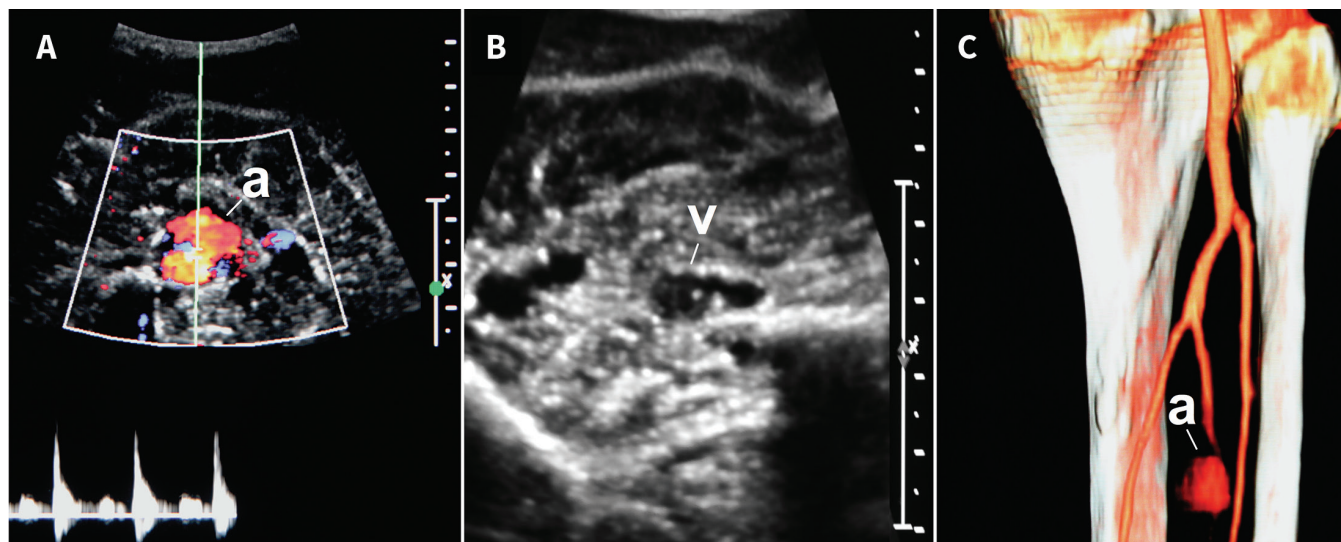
A) Image en coupe transversale de l'anévrisme de l'artère fibulaire droite à l'échographie avec échelle de 1 cm. L'échographie Doppler couleur montre la circulation artérielle dans l'anévrisme de 2 cm (a). B) Échographie Doppler de la jambe montrant la compression de la veine tibiale adjacente par l'anévrisme, de même qu'une thrombose distale (v). C) Reproduction tridimensionnelle des artères distales de la jambe droite par angiotomodensitométrie; on y voit un anévrisme (a) de 2 cm dans l'artère fibulaire.
